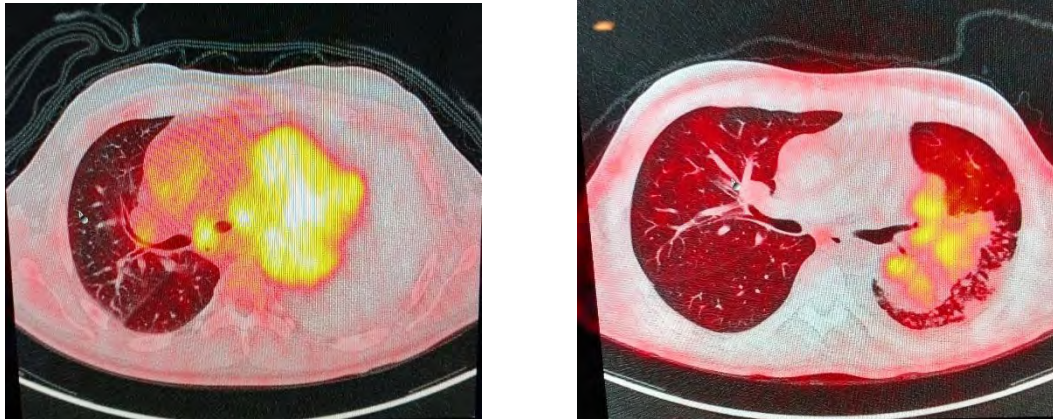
PET-CT del paciente 1 antes (izquierda) y después (derecha) de tratamiento.
